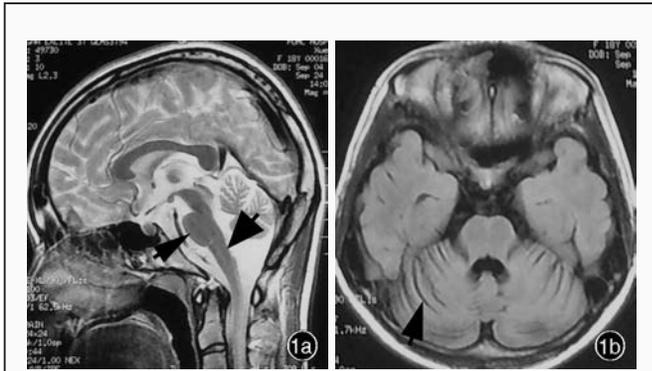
头部 MRI 检查所见 1a 矢状位 T₂WI 序列显示延髓变细(粗箭头所示),脑桥腹侧块变小(细箭头所示) 1b 横断面 T₂-FLAIR 序列小脑沟裂增宽,邻近脑池增宽(箭头所示)
